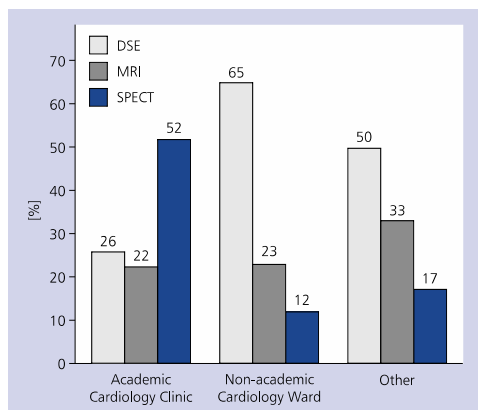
Preferred test to access myocardial viability according to place of work; DSE — dobutamine stress echocardiography; MRI — magnetic resonance imaging; SPECT — single-photon emission computed tomography
